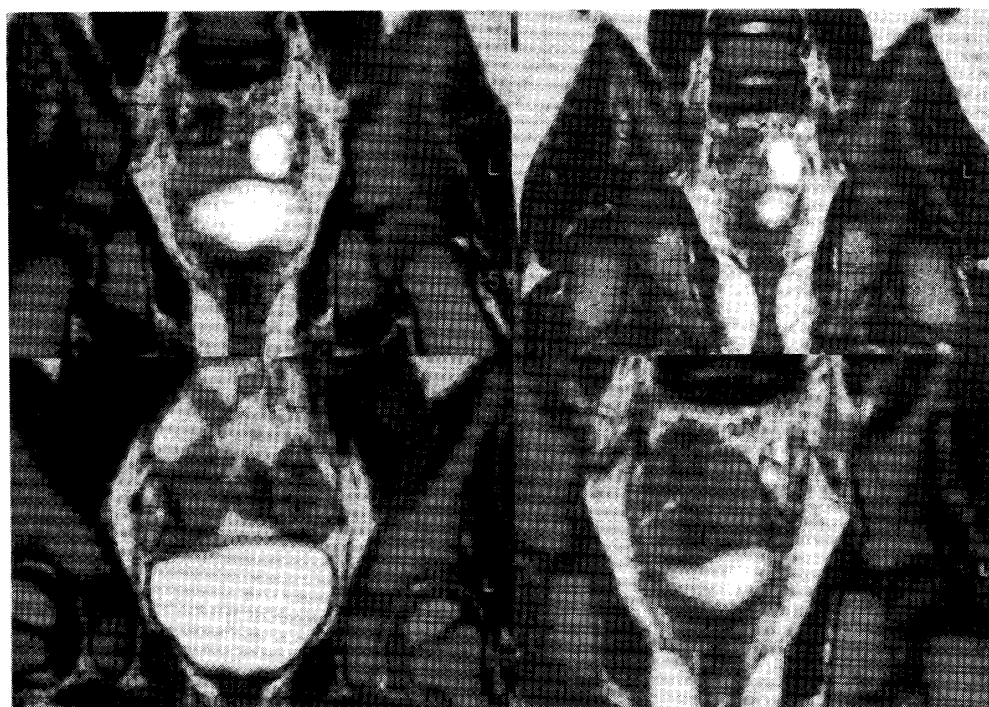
腹部 MRI 所見② Gyroscan Intera 1.5T (Philips 社) による T2 強調画像
